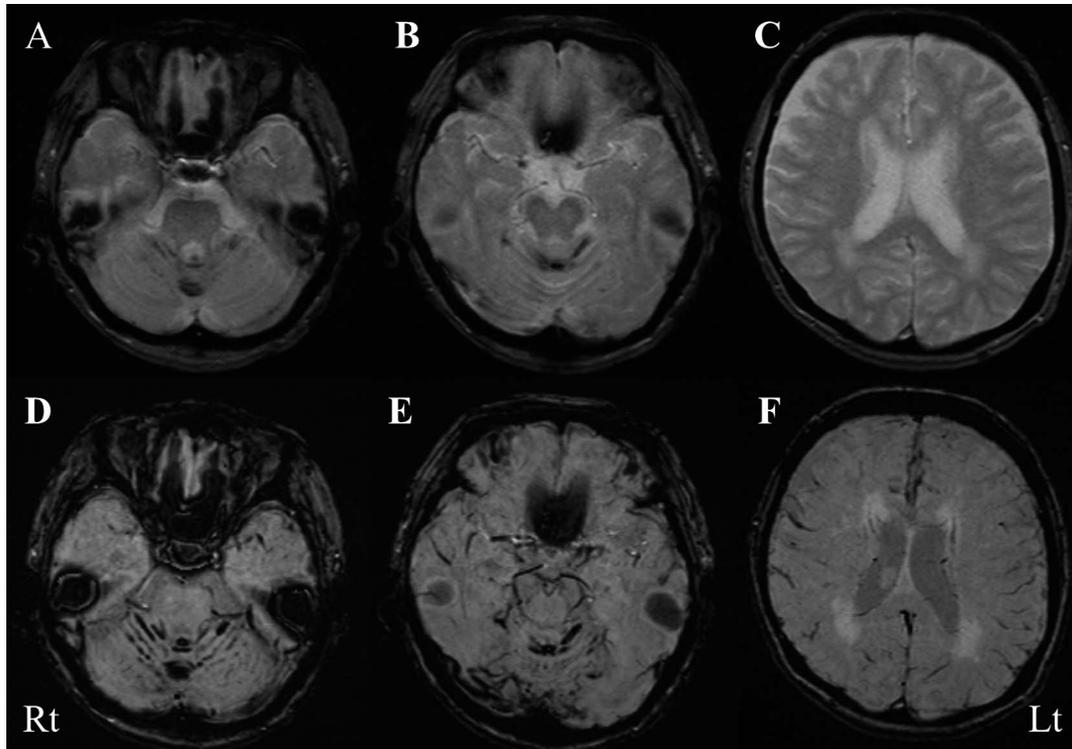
Brain MRI (1.5 T).
